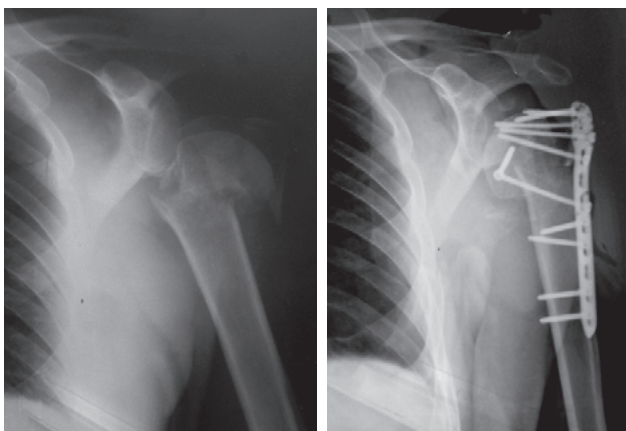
Рентгеновские снимки пациента З. После травмы (слева) отмечается закрытый многооскольчатый перелом проксимального отдела плечевой кости. При обращении в ГКБ им. С.С. Юдина после первого оперативного вмешательства (справа) отмечается несостоятельность остеосинтеза
